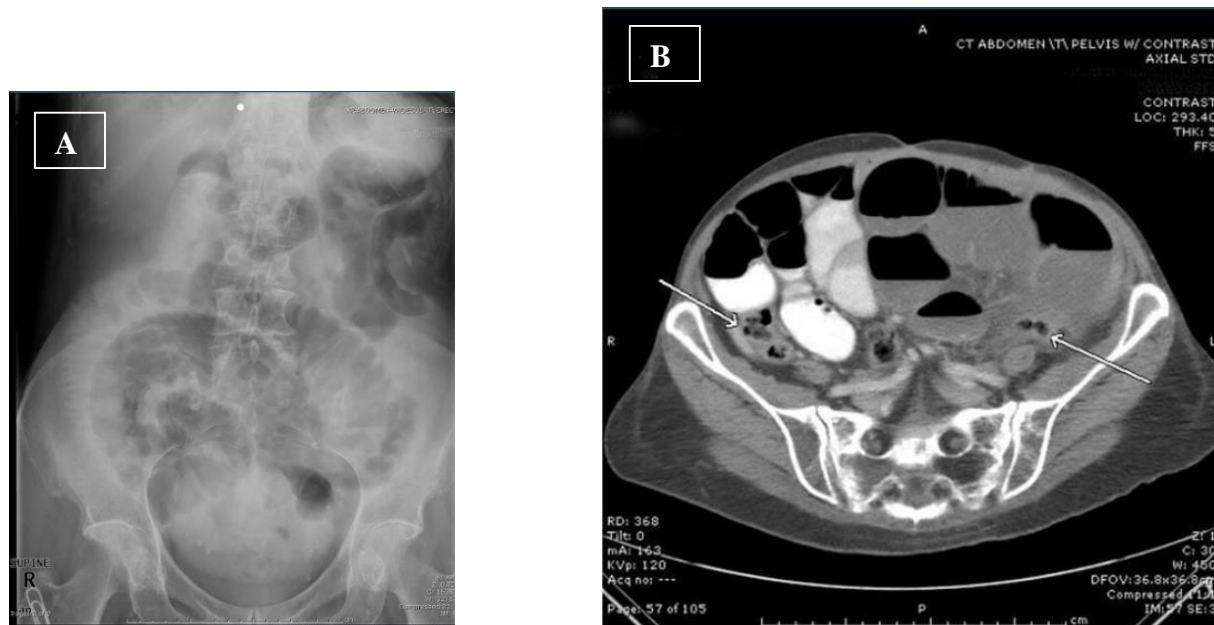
Examen radiologique (occlusion du grêle) : A : Rx en décubitus dorsal ; B : TDM l'intestin grêle est dilaté et rempli d'air et de liquide (Parswa. 2021)
